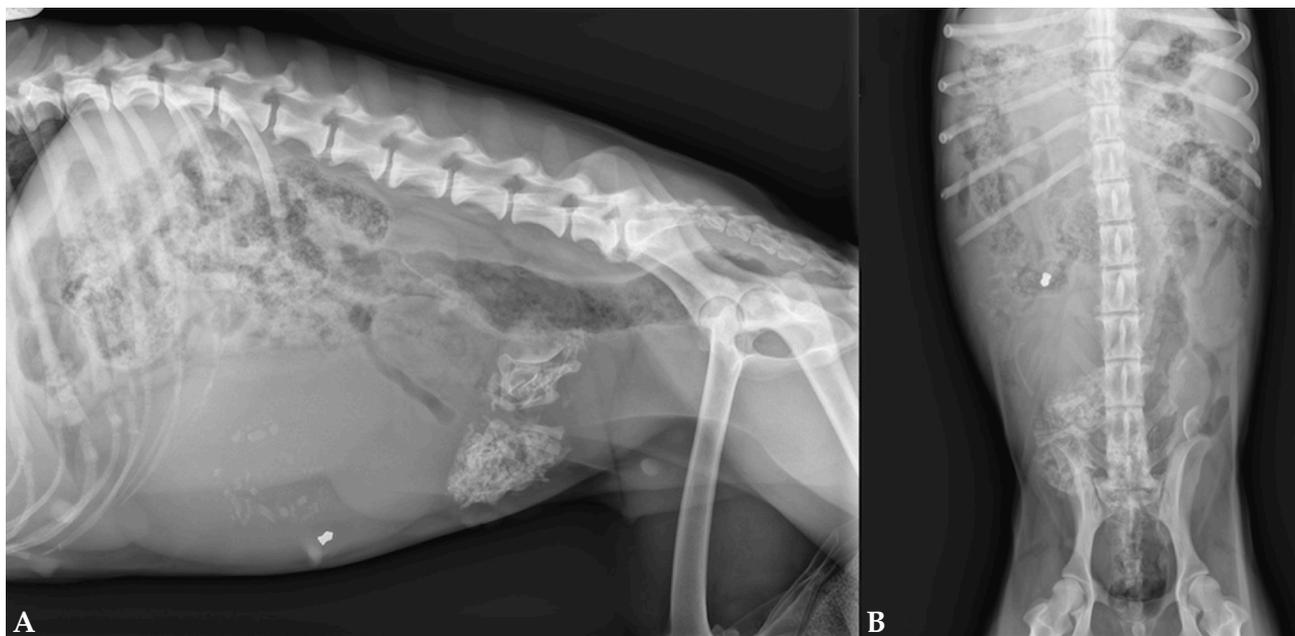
Radiografías del abdomen. (A) Proyección laterolateral derecha. (B) Proyección ventrodorsal.
